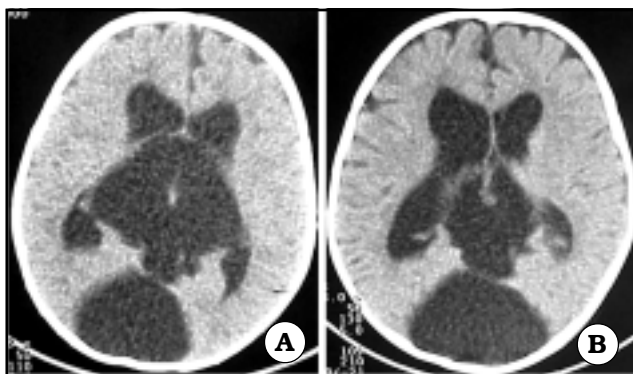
Quiste cuadrigeminal. A. TAC prequirúrgica. B. TAC postquirúrgica
